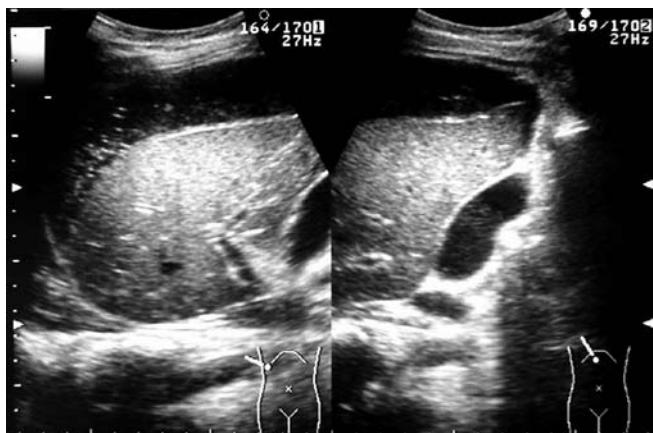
Ultrasonido abdominal con imagen hipoeocoica de morfología tubular subdiafragmática derecha, adyacente al hígado con nivel hidroáreo.
